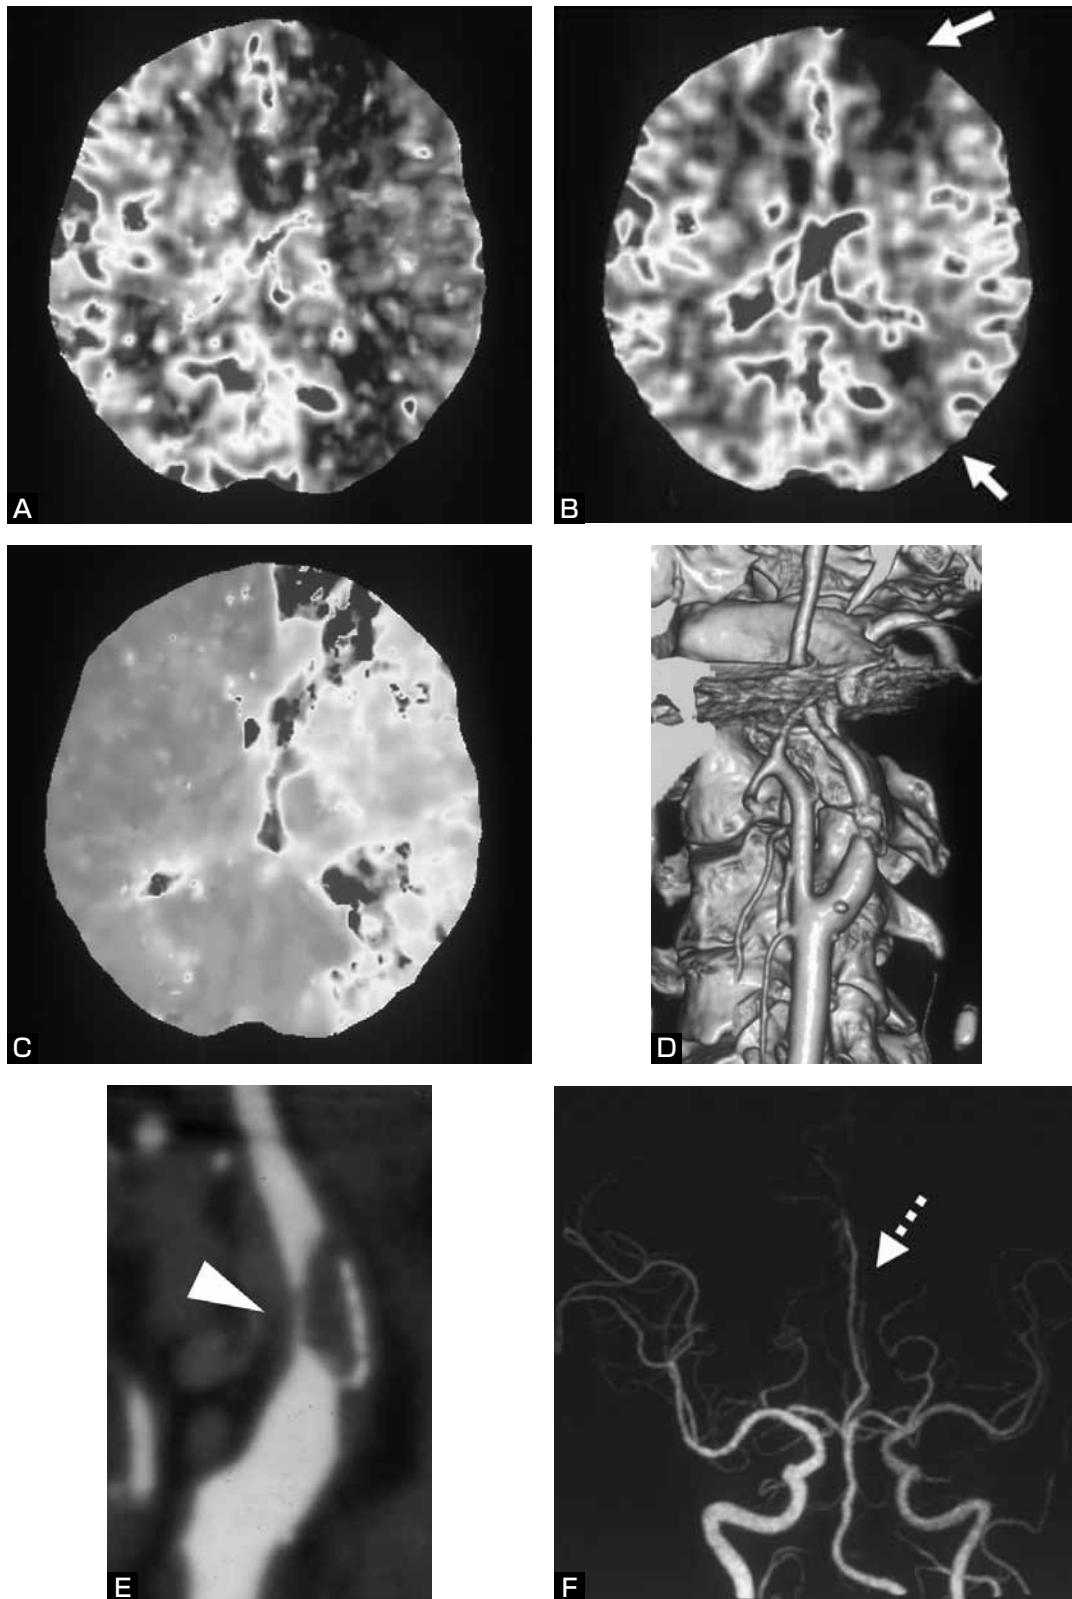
Perfusion CT (A-C) and 3D-CTA (D-F) on admission.
